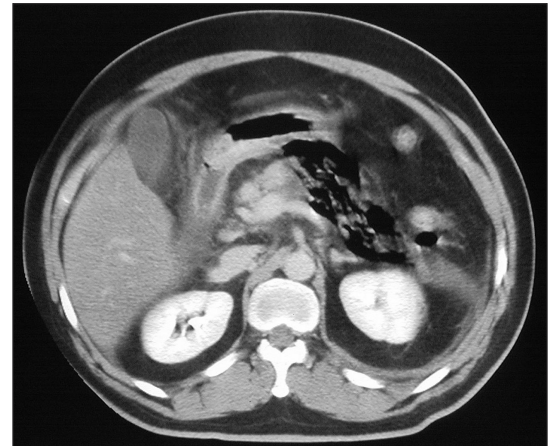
CT of the abdomen showing gas in the tail and body of the pancreas (short arrow) and the omental bursa (long arrow).
